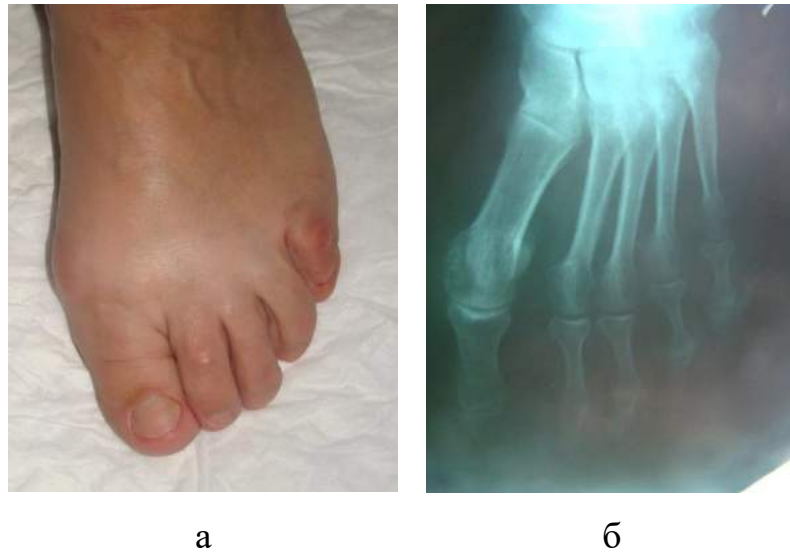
Фото зовнішнього вигляду стопи (а) та фотовідбиток з рентгенограми переднього відділу стопи (б) пацієнтки з кутом M1M2 менш  $15^\circ$ , та кута M1P1 менш  $30^\circ$
